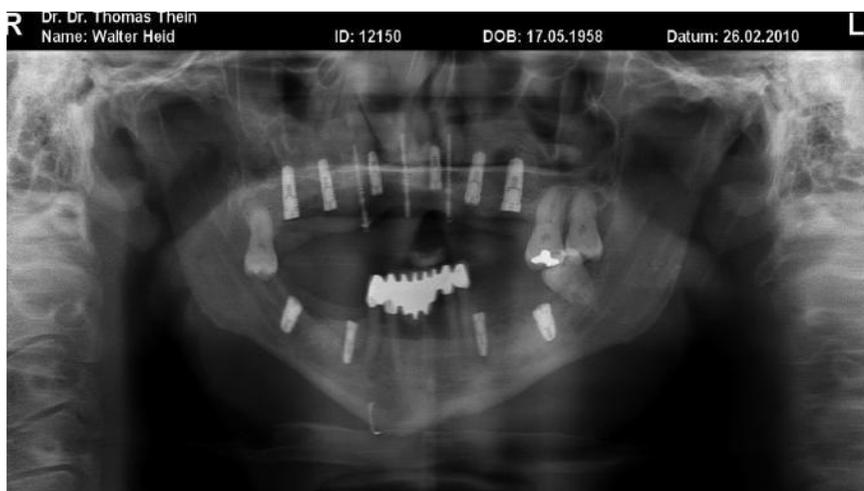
Orthopantomogramm.
